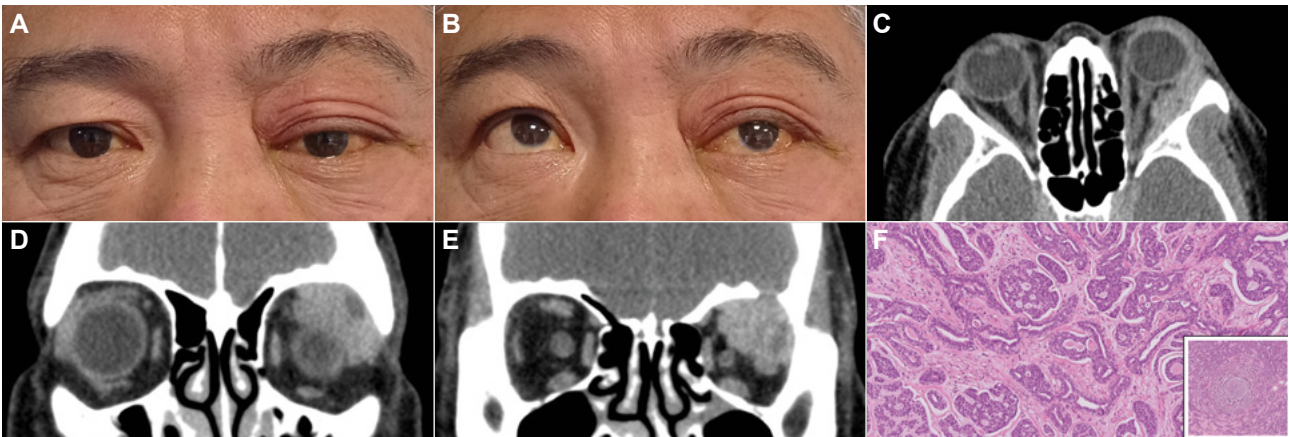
A y B. Varón de 52 años con historia de proptosis ojo izquierdo, dolor periocular y diplopia en mirada superior de 2 meses de evolución. Se observa eritema y aumento de volumen párpado superior, exoftalmos y limitación a la suproducción ojo izquierdo. C, D y E. TC orbitario: Tumoración heterogénea y de contornos irregulares en fosa lagrimal izquierda extendida hasta ápex orbitario que condicione proptosis y que engloba a los músculos recto superior y lateral, con erosión ósea en techo orbitario y fosa lagrimal. Ante sospecha clínica y radiológica de tumor maligno, se realizó biopsia incisional que diagnosticó CAQ de GL. Tratamiento: exenteración orbitaria + RT. F. CAQ (hematoxilina eosina). Arquitectura de malignidad, con patrón infiltrativo en los tejidos circundantes y sin encapsulación. Constituida por células mioepiteliales y epiteliales basaloides, relativamente monomorfas y con figuras mitóticas, dispuestas en patrón característico cribiforme, con predominio de las células epiteliales alrededor de espacios rellenos de material mixoide o de membrana basal, si bien pueden mostrar patrones más tubulares o sólidos, con predominio de células mioepiteliales. Es muy característica la infiltración perineural (esquina inferior).
